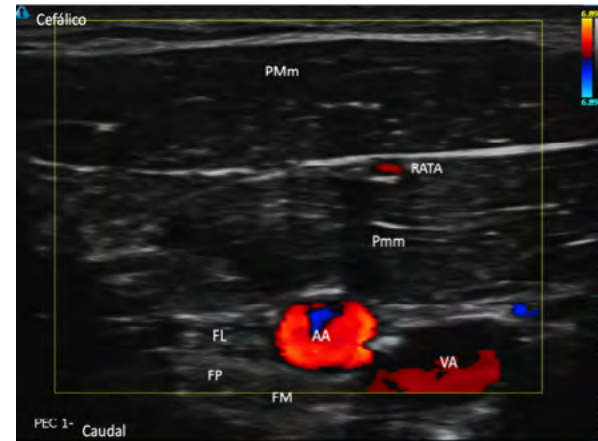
Doppler color para ayudar a localizar la rama pectoral de la arteria toracoacromial.
